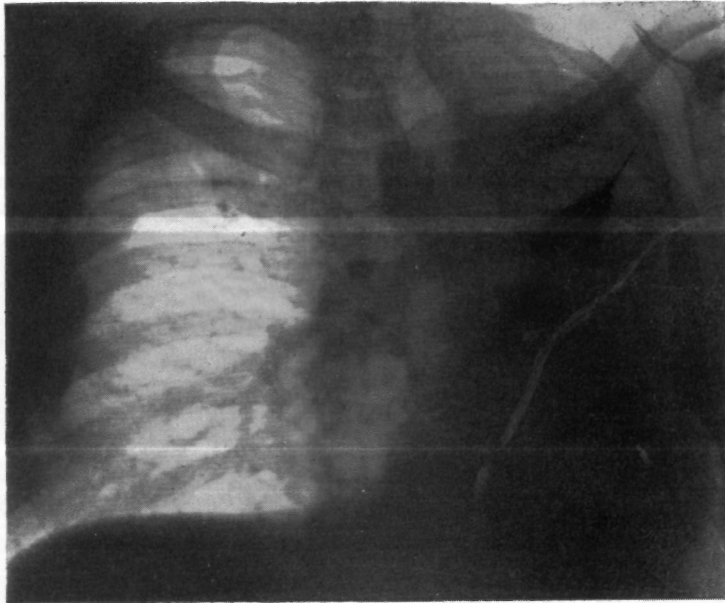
Больной Г. Прямая рентгенограмма легких. Ателектаз левого легкого, смещение средостения влево.
